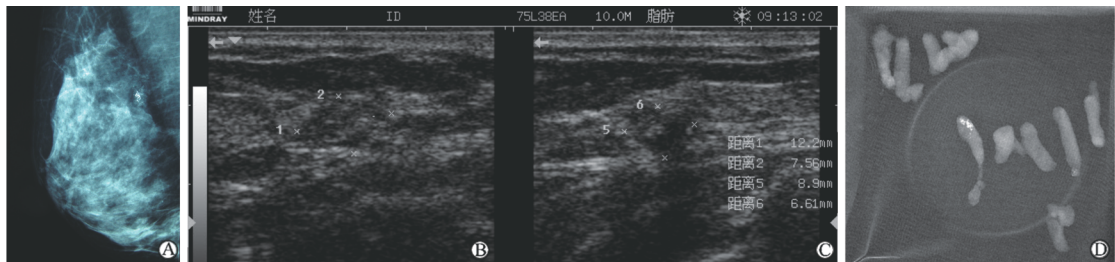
乳腺内微钙化病灶术前钼靶、高频超声及术后钼靶检查结果
